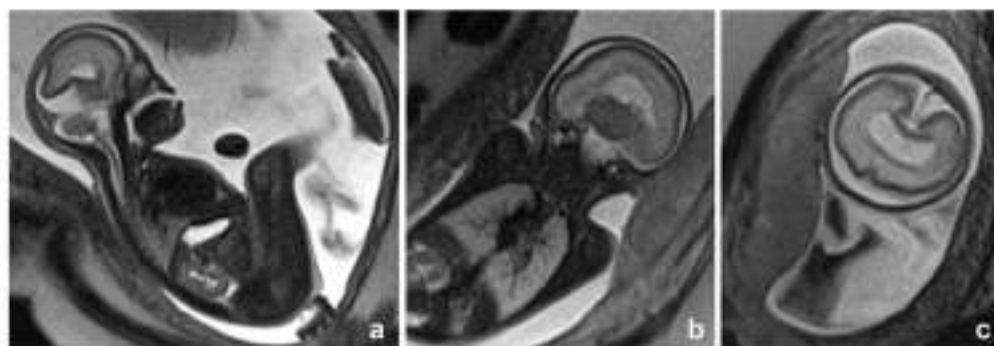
Aspect of the holoprosencephaly at magnetic resonance (a–c)
